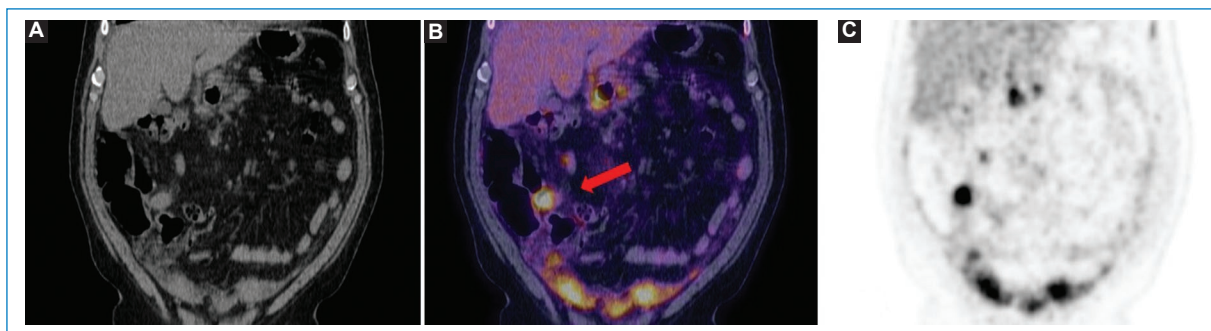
Paciente con diagnóstico de linfoma no Hodgkin y LP. Imágenes coronales de TC (A), fusión PET-TC (B) y MIP (C), en las que se objetiva el compromiso nodular hipermetabólico del peritoneo (flecha).
